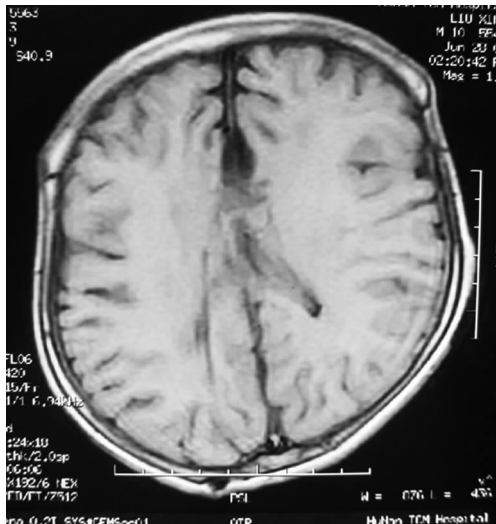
分流术后(患儿 10 岁时)头部 MRI
